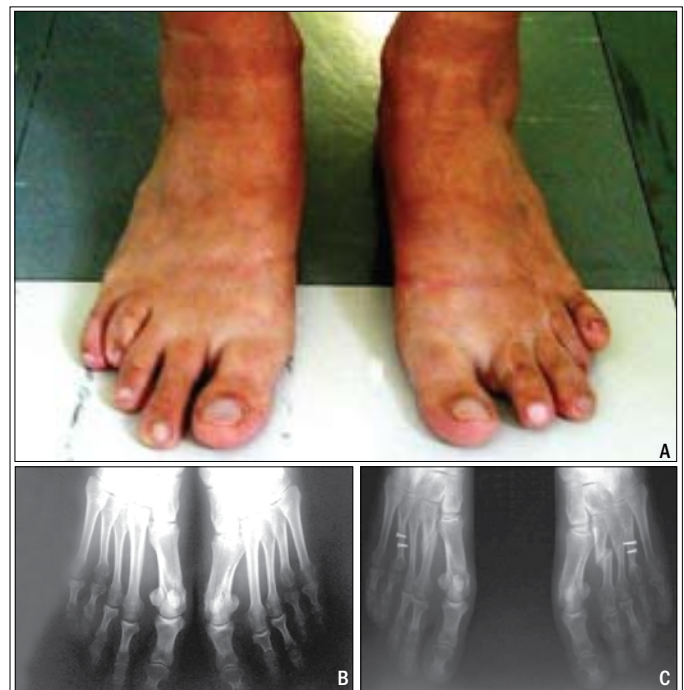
Técnica utilizando alongamento em "Z" do 4º metatarso curto bilateral. A) Pré-operatório do 4º dedo encurtado em ambos os pés. B) Radiografia pré-operatória mostrando o quarto metatarso curto em ambos os pés. C) Radiografia do pós operatório, mostrando o alongamento dos 4ºs e encurtamento dos 2ºs metatarsos, mediante osteotomias.
